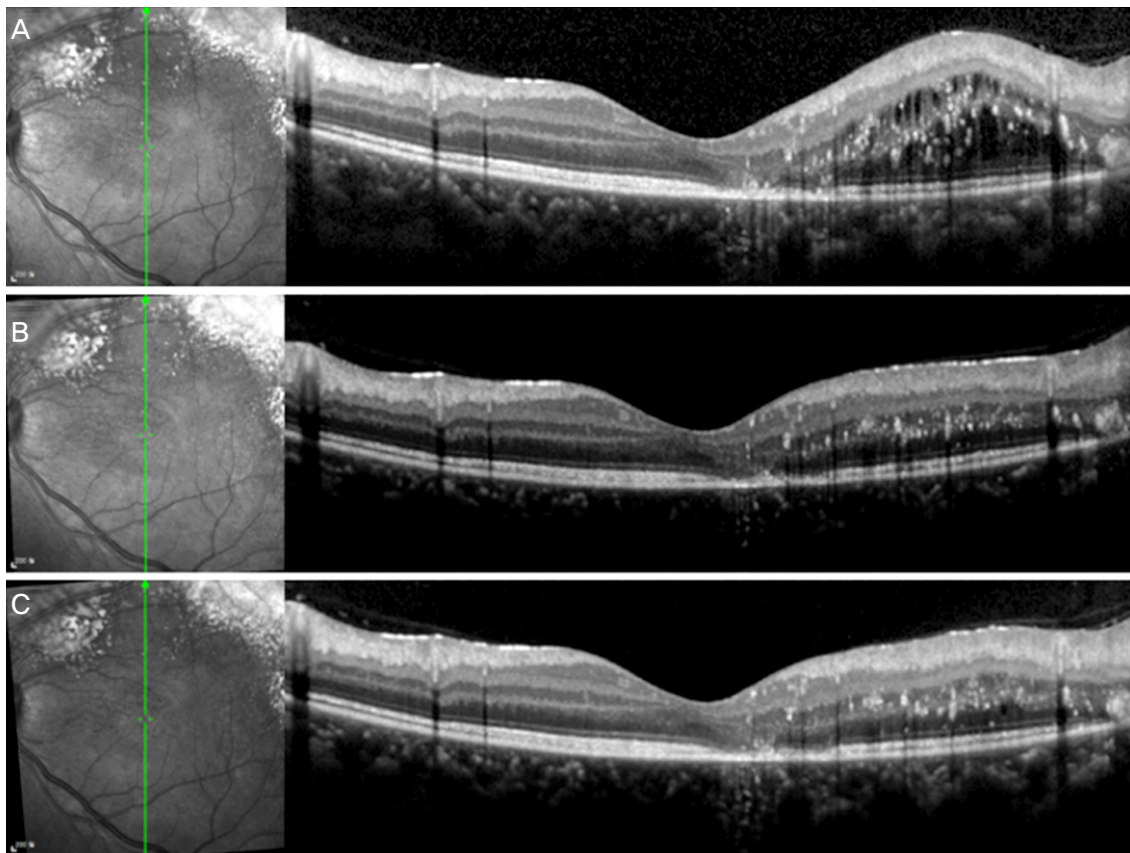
Optical coherence tomographs of the left eye. (A) The optical coherence tomography at the first visit shows subretinal exudates and superior macular edema. (B) A month after intravitreal ranibizumab injection, macular edema decreased. (C) A month after second intravitreal ranibizumab injection, macular edema more decreased.
